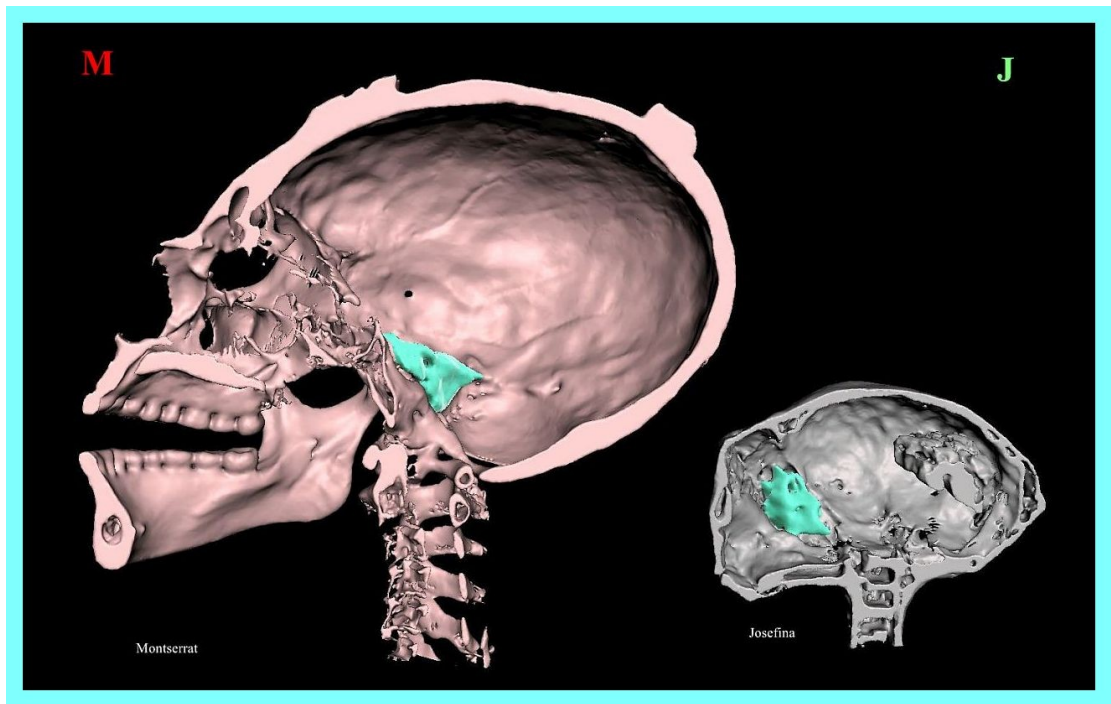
TC 3D que muestra vistas comparativas de las mitades derechas de cráneos y cuellos de tridáctilos tipo M y tipo J. Como en los humanos, el órgano de la audición en el tridáctilo tipo M se ubica dentro del hueso petroso a cada lado del foramen magno. En el tridáctilo tipo J, la cápsula ótica muestra morfología completamente diferente y se ubica en el tercio anterior del cráneo, en una posición más adelantada anterior al foramen magno.
